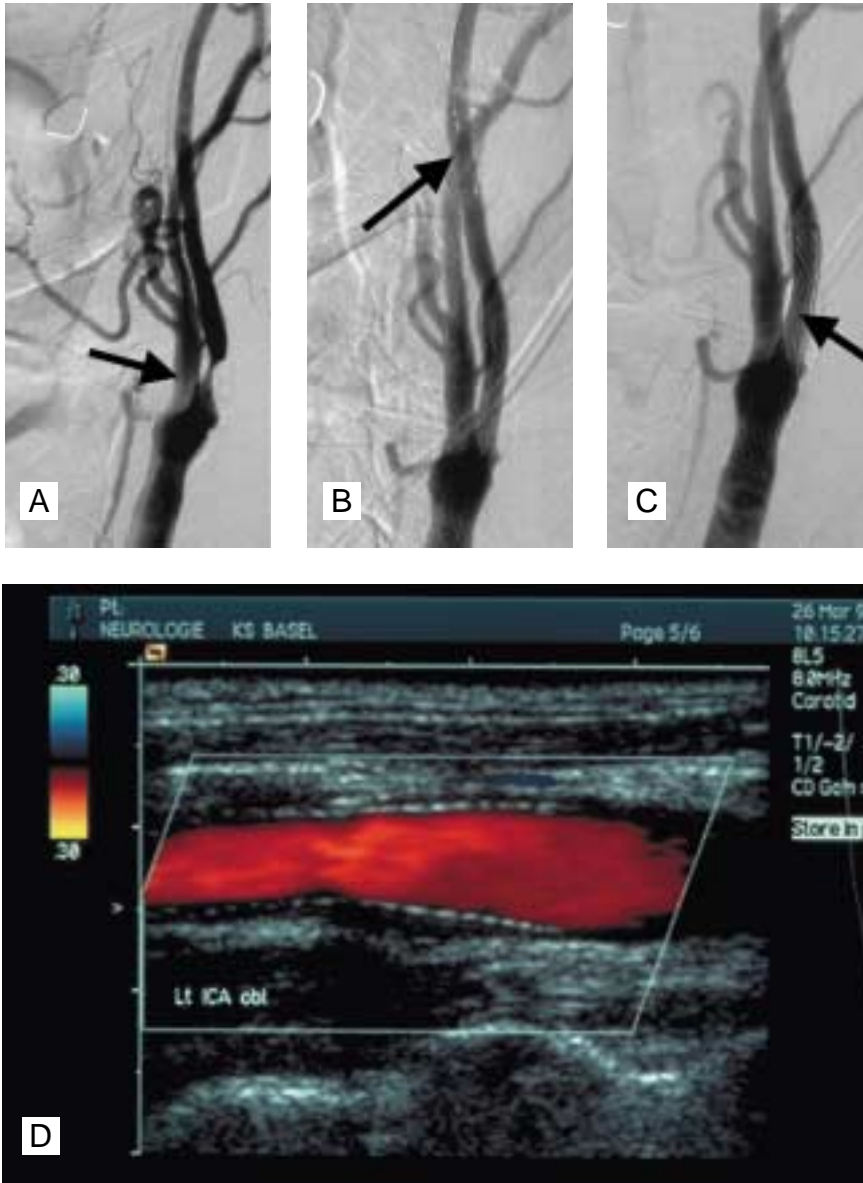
Stentimplantation mit Filterschutz bei einem 72-jährigen Patienten mit links-hemisphärischem Schlaganfall, symptomatisch durch sensomotorisches Hemisyndrom rechts. a) In der digitalen Subtraktionsangiografie zu Beginn der Intervention wird eine hochgradige (> 80%) Stenose am Abgang der A. carotis interna links dokumentiert (Pfeil). b) Durchführung der Intervention mit eingebrachtem kleinem Schutzfilter (Pfeil), zum Abfangen von eventuell abgehendem atherosklerotischem Material. c) Wiederherstellung des normalen Gefäßlumens nach Abschluss der Stentimplantation (Stent durch feines Maschennetz erkennbar, Pfeil). d) In der postinterventionellen Duplexsonografie findet sich ein gut durchgängiger Stent ohne Anhalt für residuelle Stenose oder pathologische Flussbeschleunigung.
